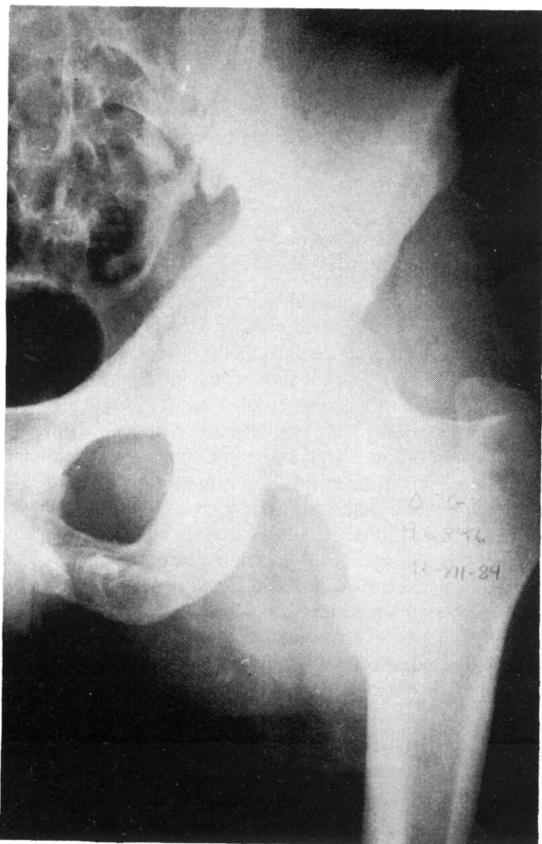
Radiografía A-P de cadera izquierda donde no se observan alteraciones óseas traumáticas, el mismo día del traumatismo.
